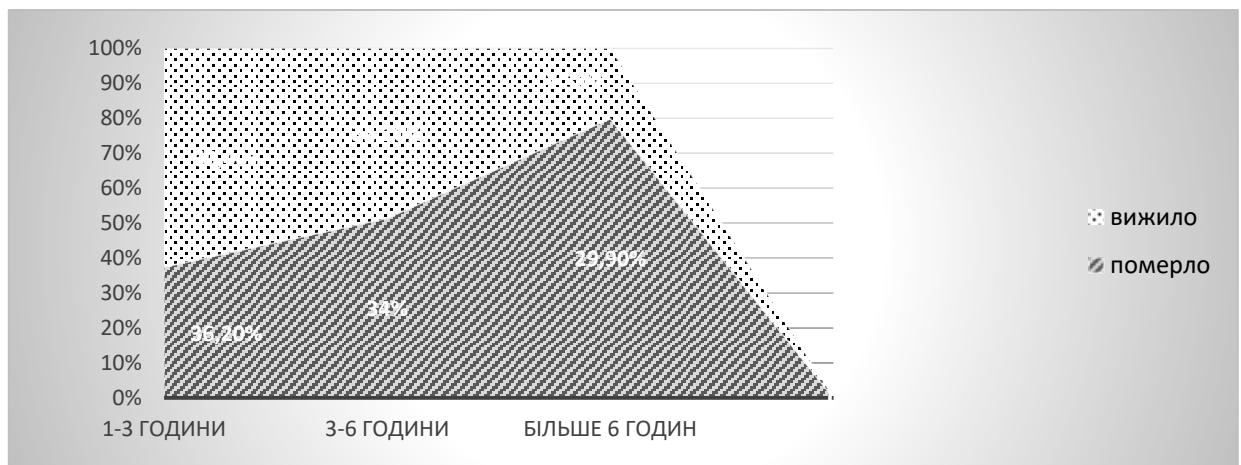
Розподіл спостережень за результатами залежно від строків проведення КТ.
